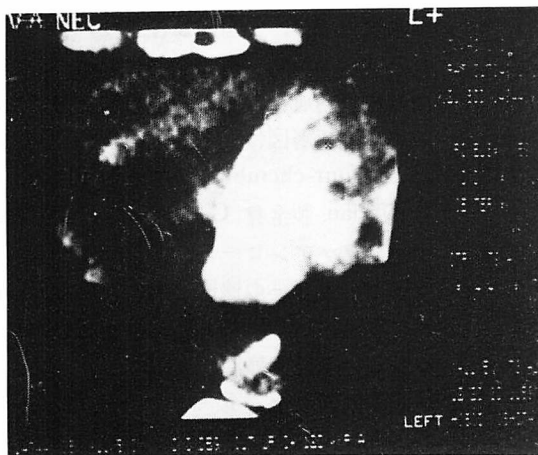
Computed tomogram of Case 1 indicating filling defects from the cardiac apex to the LV free wall.
